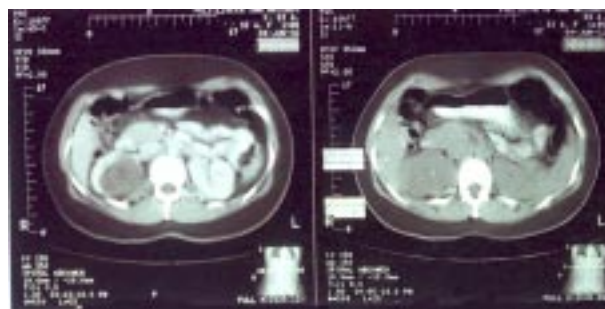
Tomografía helicoidal de abdomen.
